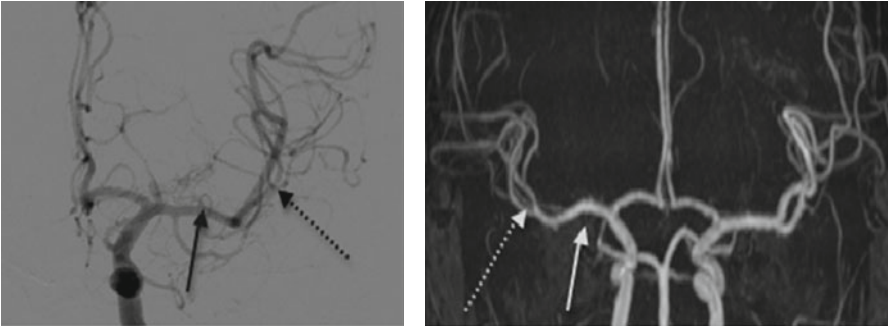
Artériographie de face à gauche et angio-IRM à droite montrant la portion M1 (flèche pleine) et M2 (flèche pointillée) de l'artère cérébrale moyenne. L'IRM permet de visualiser le polygone de Willis.
